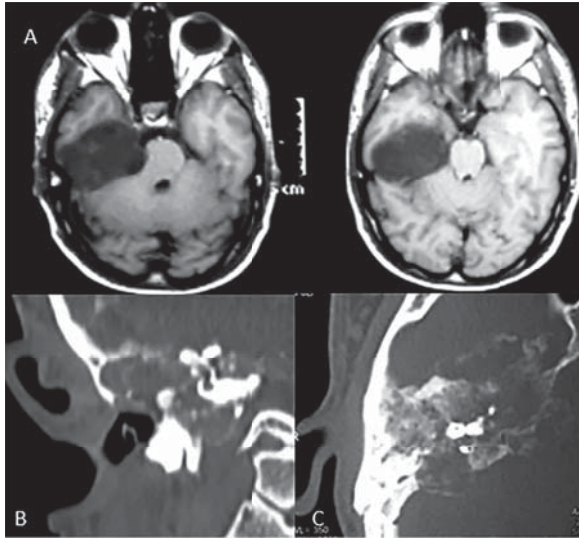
A. Resonancia magnética. B y C. Tomografía computarizada. Ocupación de oído medio derecho y celdillas mastoideas. Dehiscencia del conducto semicircular lateral. Solución de continuidad del techo del tímpano (tegmen tympani).
